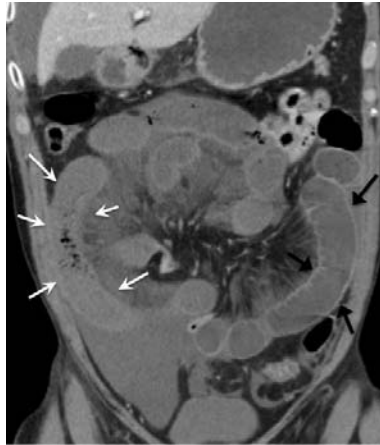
TDM injectée au temps portal, coupe coronale : net défaut de rehaussement de plusieurs anses grêles en flanc droit (flèches blanches) par rapport aux anses controlatérales normalement rehaussées (flèches noires) [186].
